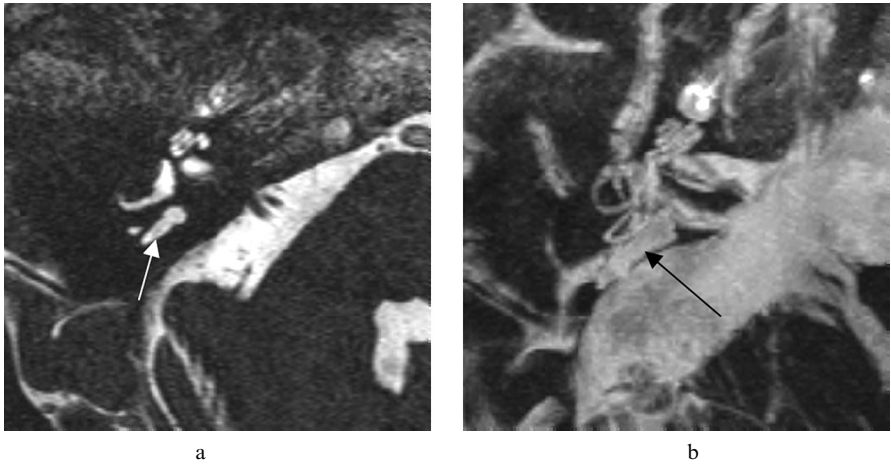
a. Coupe IRM, séquence CISS, coupes de 0.7 mm pondérées T2, dilatation du canal endolymphatique (flèche)
